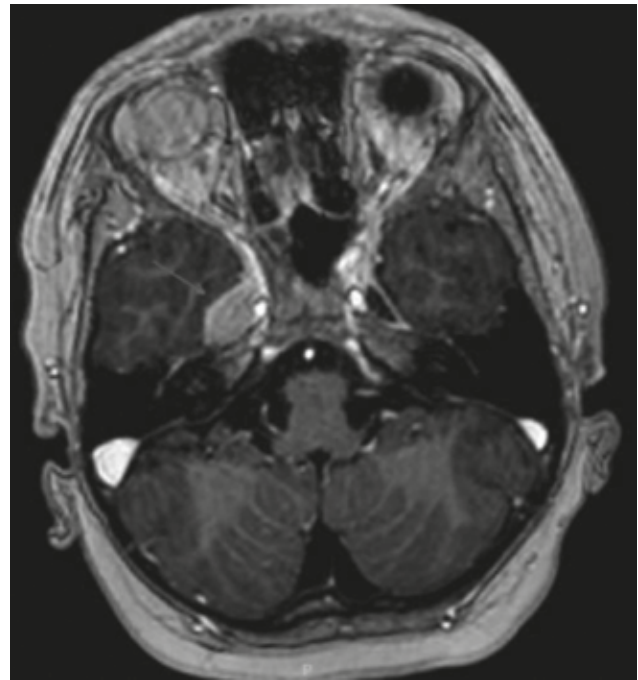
Corte axial RMN cerebral. Tumor sólido en el seno cavernoso derecho que desplaza levemente el polo temporal derecho. Mide 23 x 11 x 7 mm
